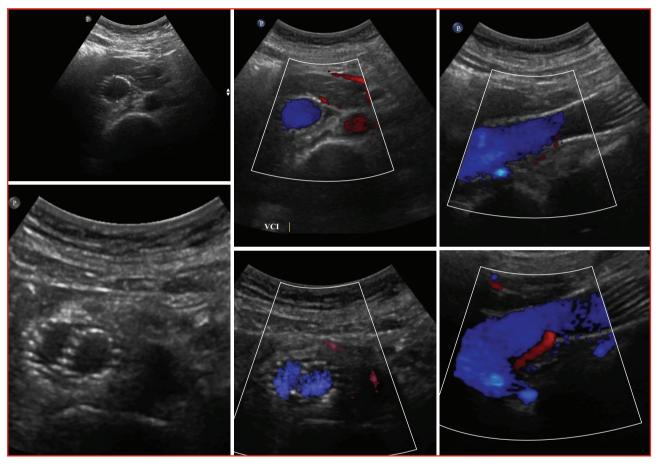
Contrôle écho-doppler à J1 avec aspect normal de la veine cave inférieure, de la confluence ilio-cave.
